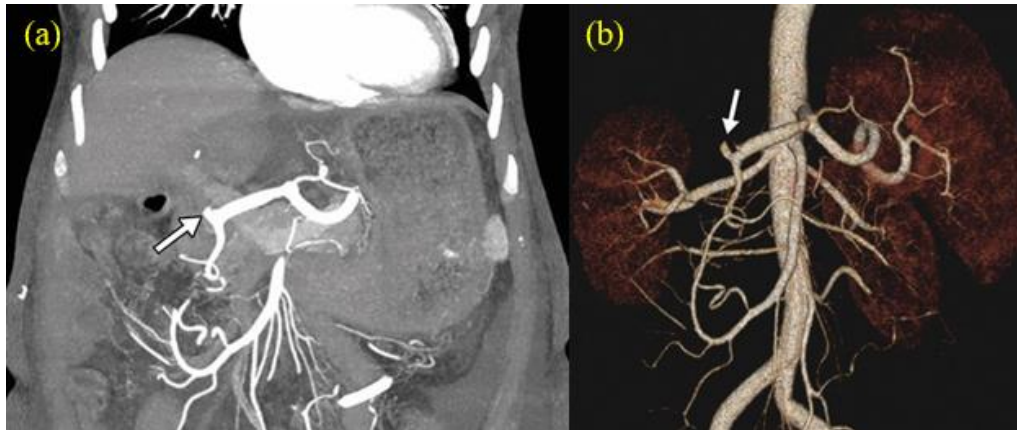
TDM abdominale objectivant une thrombose aiguë de l'artère hépatique du greffon chez un homme de 66 ans, avec augmentation des enzymes hépatiques, 5 jours après une transplantation hépatique. Les images en projection de densité maximale (MIP) en coronale oblique (a) et la reconstruction 3D VR (b) montrent une occlusion de l'artère hépatique commune due à un thrombus (flèches blanches). (15)
